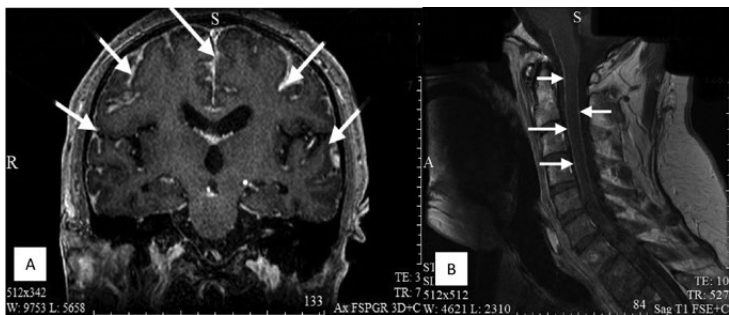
1А. Диффузное контрастирование мягкой оболочки головного мозга на коронарном срезе МРТ головного мозга (T1-взвешенное изображение) и 1В – лептоменингеальный паттерн контрастирования мягкой оболочки спинного мозга на сагиттальном срезе МРТ шейного отдела спинного мозга (T1-взвешенное изображение)
